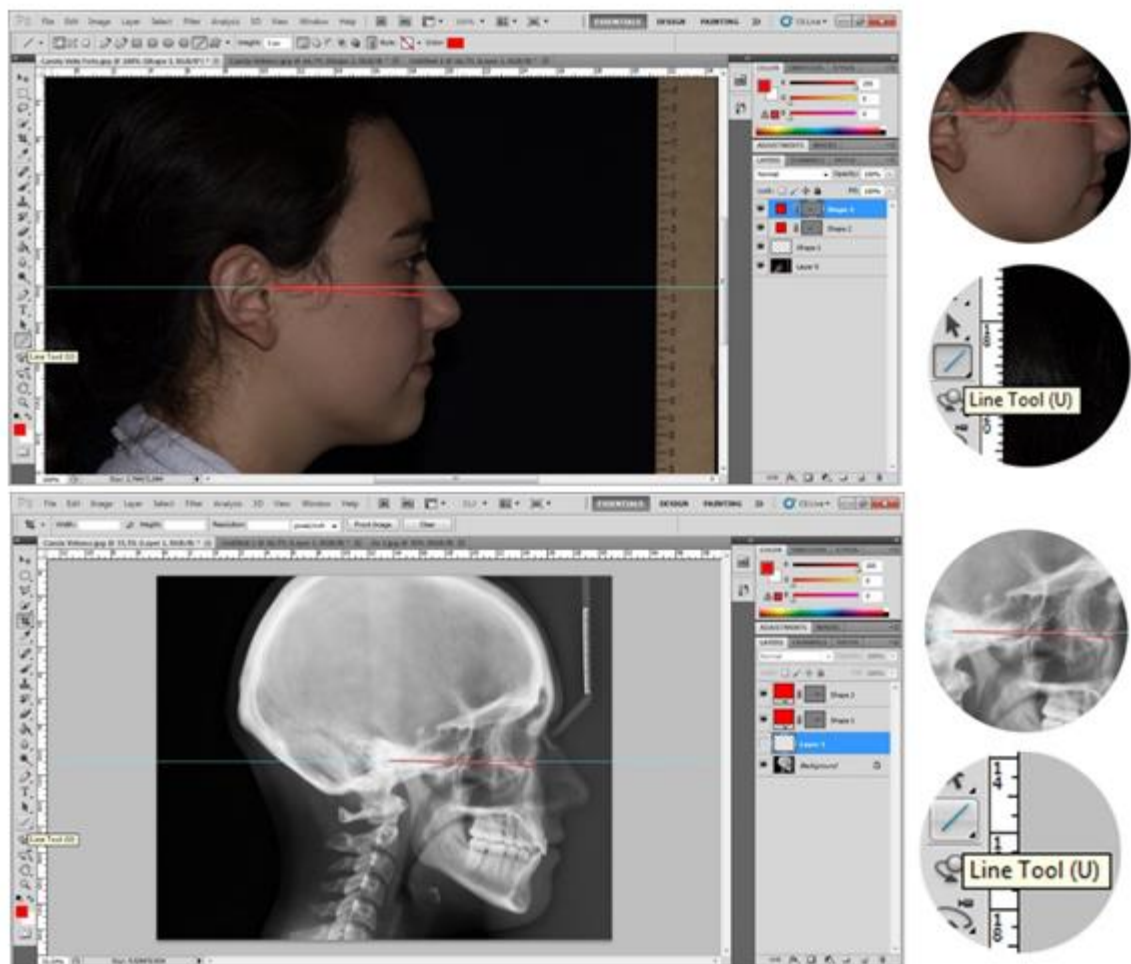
PF y Horizontal Verdadera que pasa por punto Tragion y Porion, trazado en fotografía de perfil y radiografía lateral de cráneo, mediante función Line Tool en programa Adobe Photoshop CS6® (Fuente Propia 2019).
